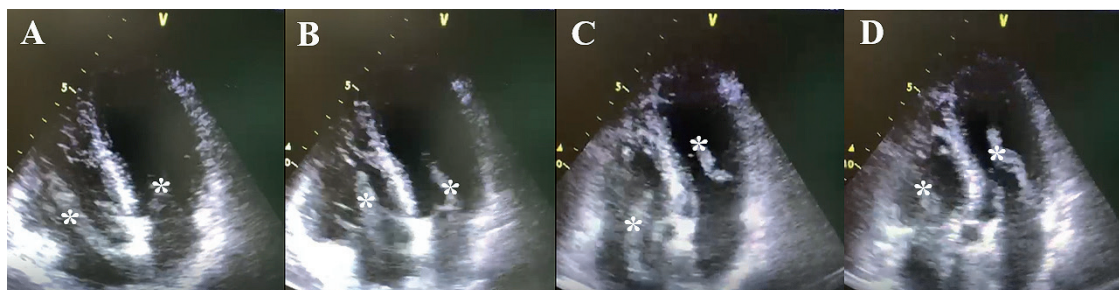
Ecocardiograma transtorácico com imagem hipoeecóica na cavidade atrial esquerda e direita, estendendo-se para os ventrículos esquerdo e direito, respectivamente.
